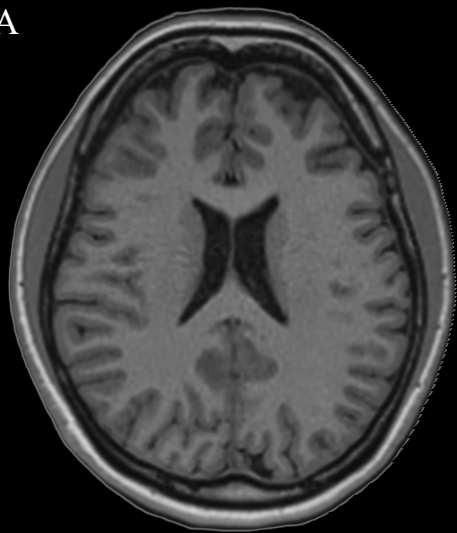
Secção transversal (axial) do encéfalo superior ao nível do corpo caloso. RNM (A) e TC (B). A fissura longitudinal do cérebro que separa os hemisférios cerebrais é claramente evidenciada. Observam-se os giros pré e pós-central separado pelo sulco central, além do giro supramarginal. A substância branca que forma o centro branco medular e coroa radiada é bem evidente neste plano de secção. A distinção entre substância branca e cinzenta é muito clara nas representações e nos exames de imagem apresentados.
